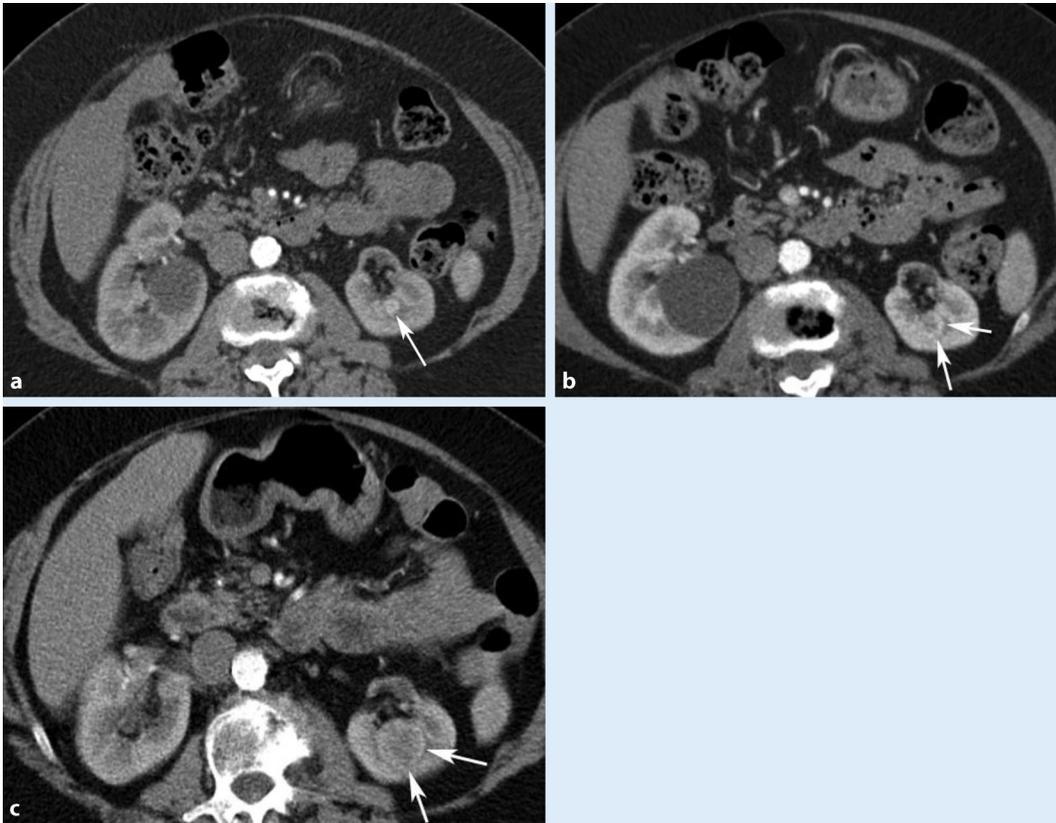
◀ 64-jährige Patientin mit Zufallsdiagnose einer im CT <1 cm großen hypervaskularisierten Läsion der linken Niere (Pfeil) (a), die Verlaufskontrolle (Patientin nicht operabel) zeigt nach 12 Monaten (b) eine geringe Größenprogredienz auf knapp 1,3 cm (Pfeile). Nach 3 Jahren (c) ist die Läsion 3 cm groß (Pfeile), daraufhin erfolgt bei der zwischenzeitlich operablen Patientin eine Teilnephrektomie eines klarzelligen, auf die Niere beschränkten Nierenzellkarzinoms
